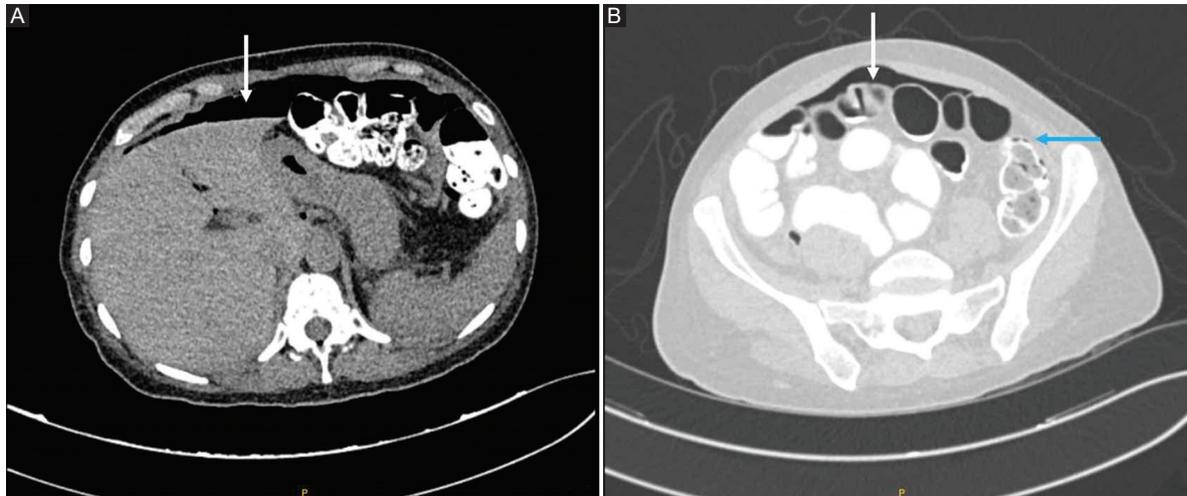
Tomografía computarizada simple de abdomen, un día después de la intervención quirúrgica. Resolución parcial del neumoperitoneo (flecha blanca) y de la neumatosis intestinal (flecha azul). A: ventana de abdomen. B: ventana de pulmón, para mejor visualización.
